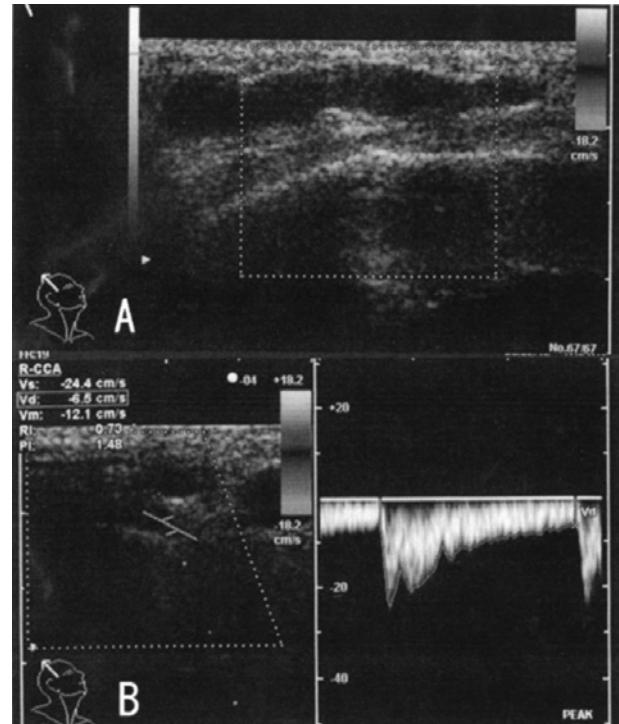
Ultrasonographic findings.
